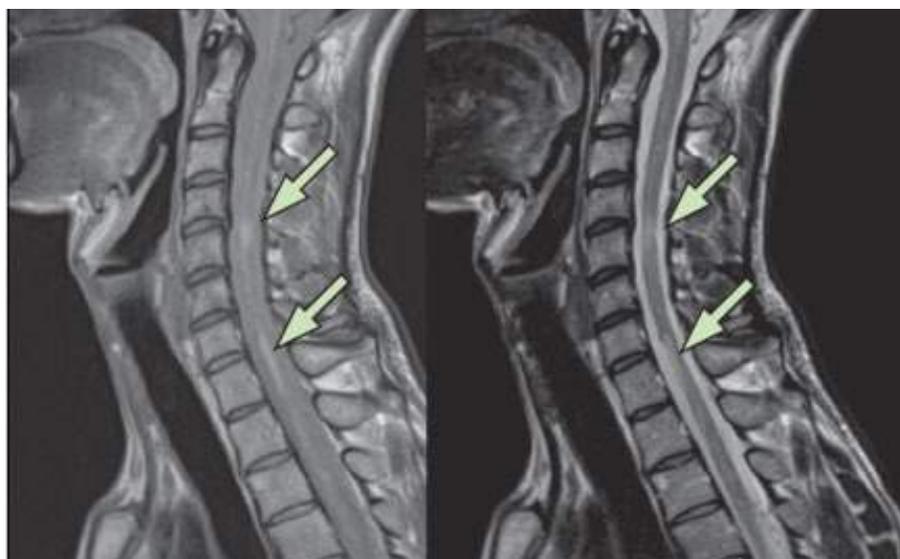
IRM ponderada en T2 y eco-gradiente con presencia de lesiones a nivel de C4, C5, C7 y T1 sugestivas de Esclerosis Múltiple2 (Fillipi, 2016). Yuxtacorticales (Fillipi, 2016)
